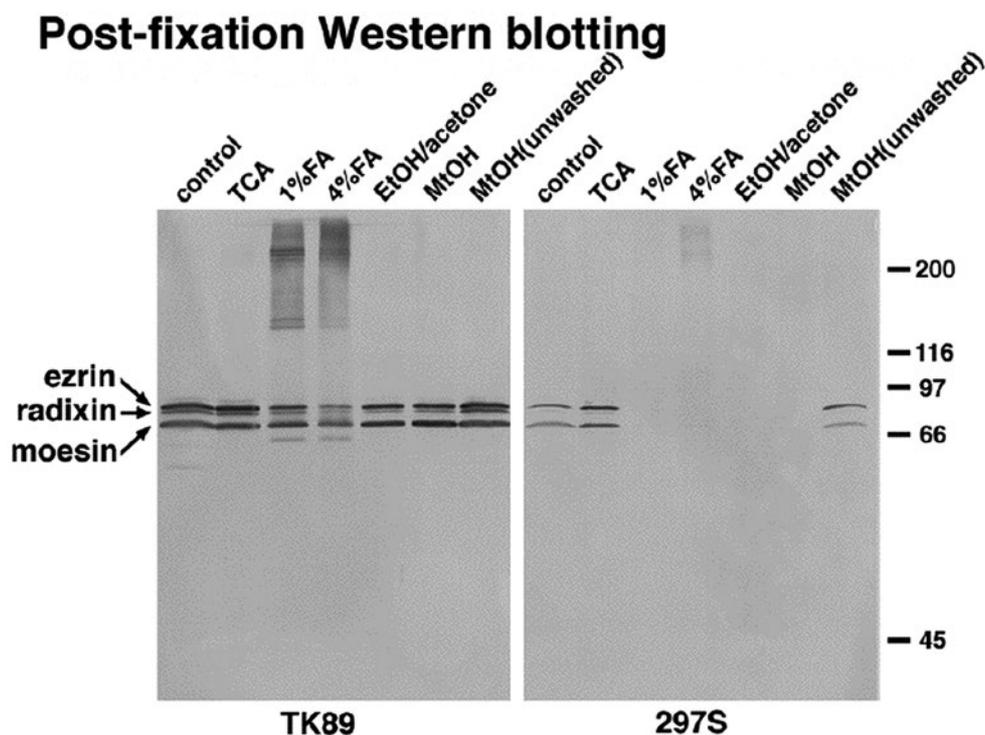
免疫染色用に固定し、脱膜処理した細胞のウエスタンブロッティング。TCA固定ではリン酸化が検出されるが、ホルムアルデヒド、メタノールなどでは検出されない（ERMタンパク全てをリン酸化に関わらず認識するTK89抗体ではERMタンパク自体は検出されている）。メタノール固定後PBSで洗浄していない細胞ではまだリン酸化が見られる（最も右のレーン）⁵⁾。
